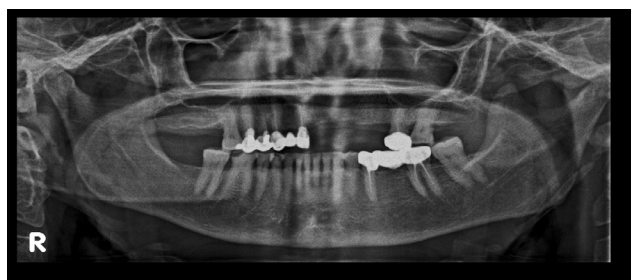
Radiographie panoramique d'un sujet en score C3 de l'ICM
